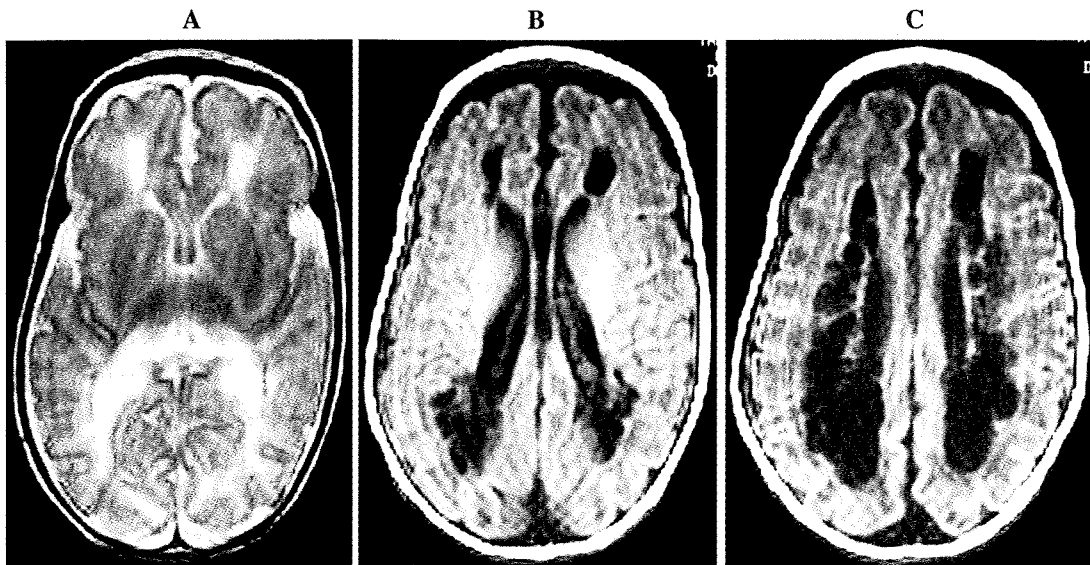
症例1：頭部MRI (軸位像) (日齢40)
